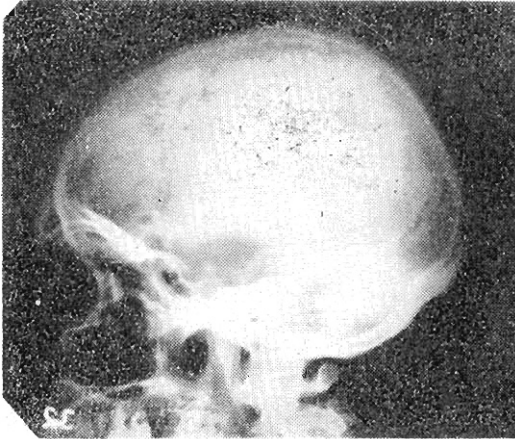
Caso 1. Radiografía simple de cráneo después de haber realizado la trepanación y la derivación ventrículo-atrial, usando una válvula de Pudenz-Heyer de baja presión.
